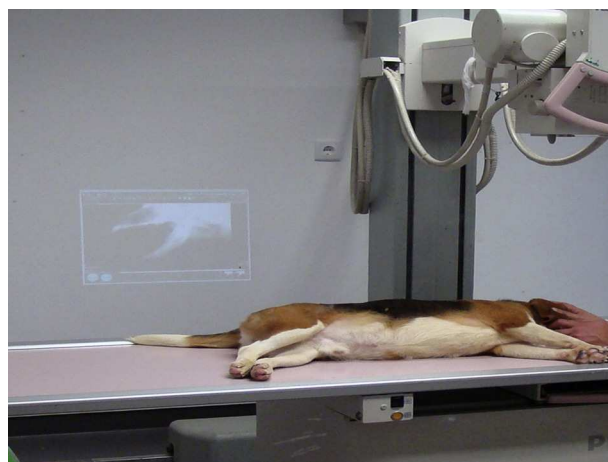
Posicionamento para a telerradiografia cefalométrica.
